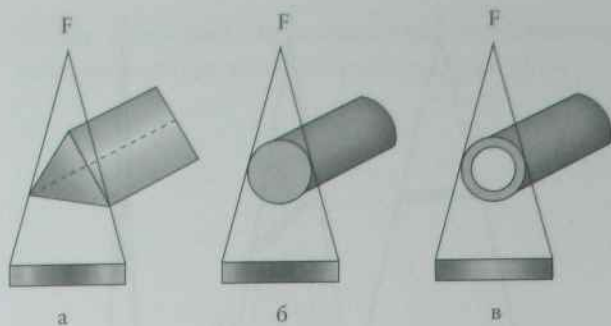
Зміна зображення предметів при рентгенографії:
